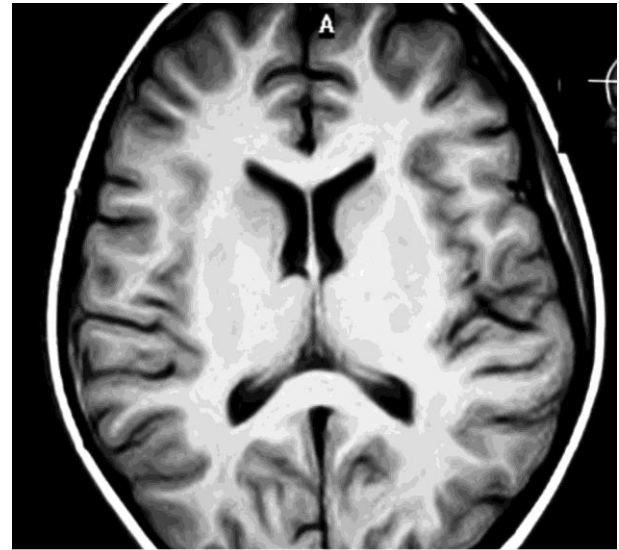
Secuencia de Resonancia Magnética T1 axial que demuestra atrofia cortical difusa leve, de predominio frontotemporal.
